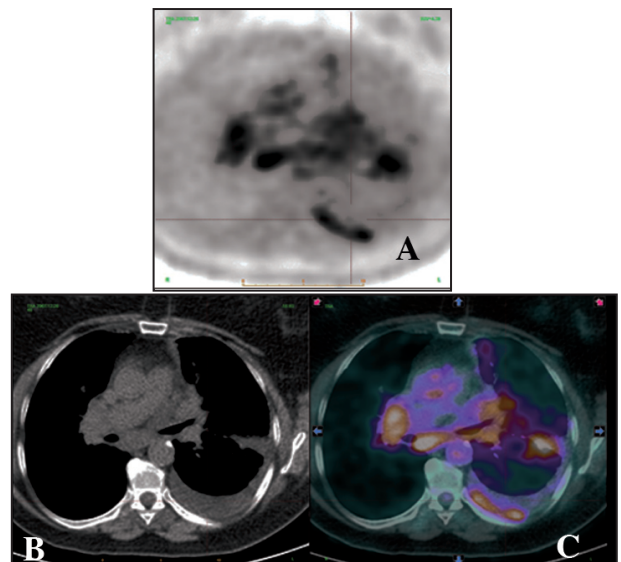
Aspect en imagerie métabolique (tomographie à émission de positons : TEP) d'un épanchement pleural tumoral. A : image métabolique (corrigée pour l'atténuation, le diffusé, les événements fortuits et la décroissance) de la TEP; B : scanner; C : image de fusion TEP + scanner.
